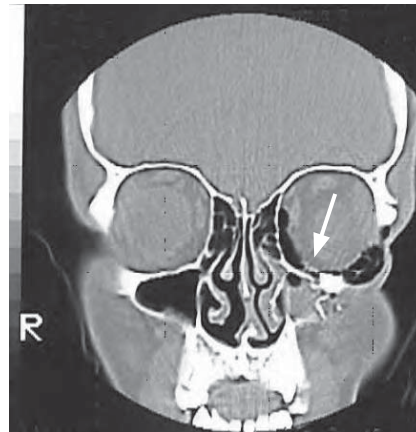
/4. TAC de cara. Enfisema en la órbita izquierda.
